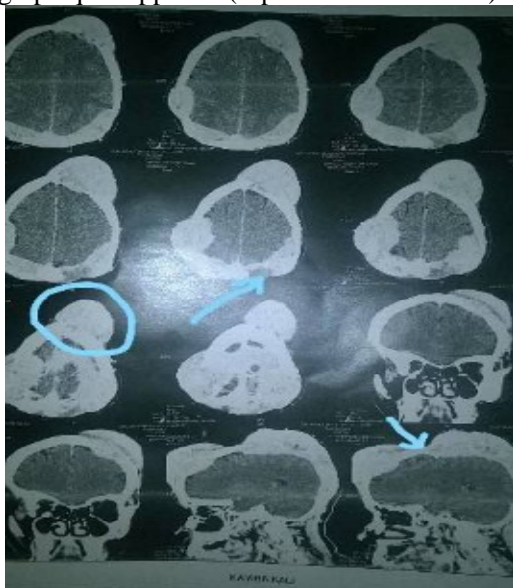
CT Scan Cérébral
